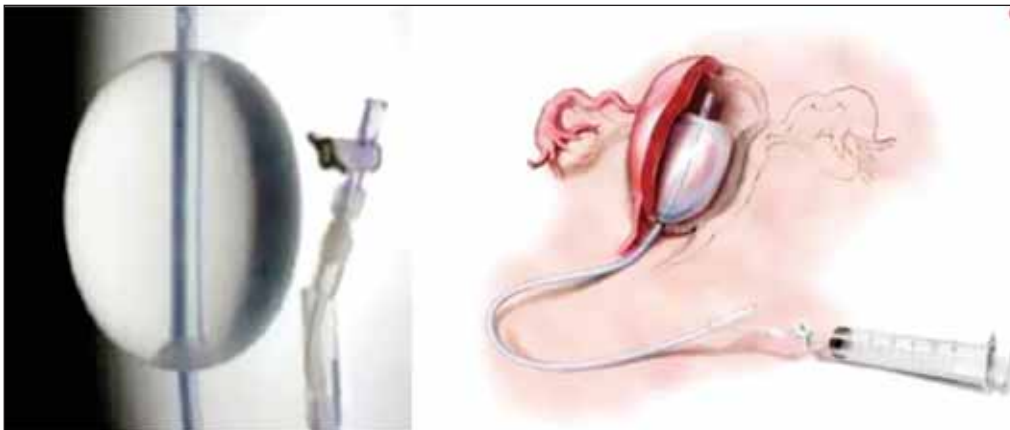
Cateterul cu balon Bakri urmărit prin ecografie; porțiunea cu balon a cateterului este introdusă în uter. Medicul trebuie să se asigure că întregul balon este introdus dincolo de canalul cervical și de ostiumul intern (10)
